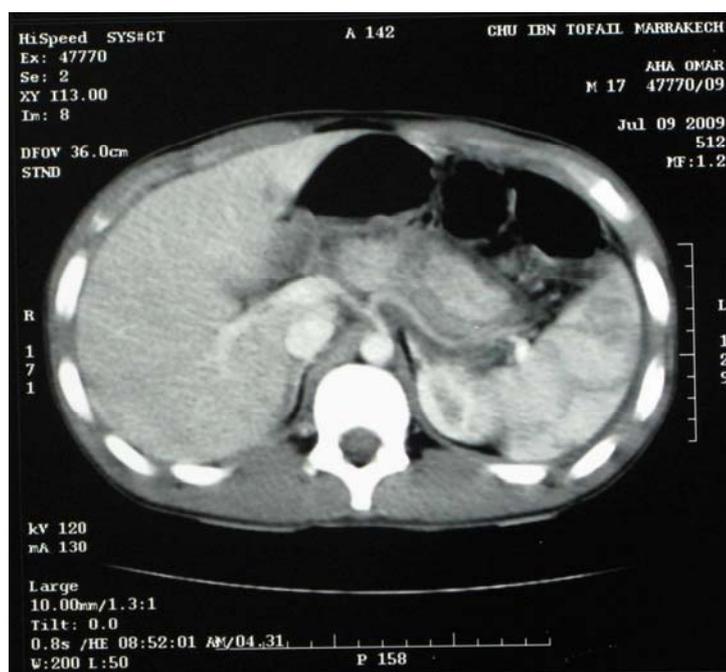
TDM abdominale montrant une fracture de corps du pancréas avec et hypertrophie corporeo-caudale et infiltration de la graisse en faveur d'une pancréatite post-traumatique.
